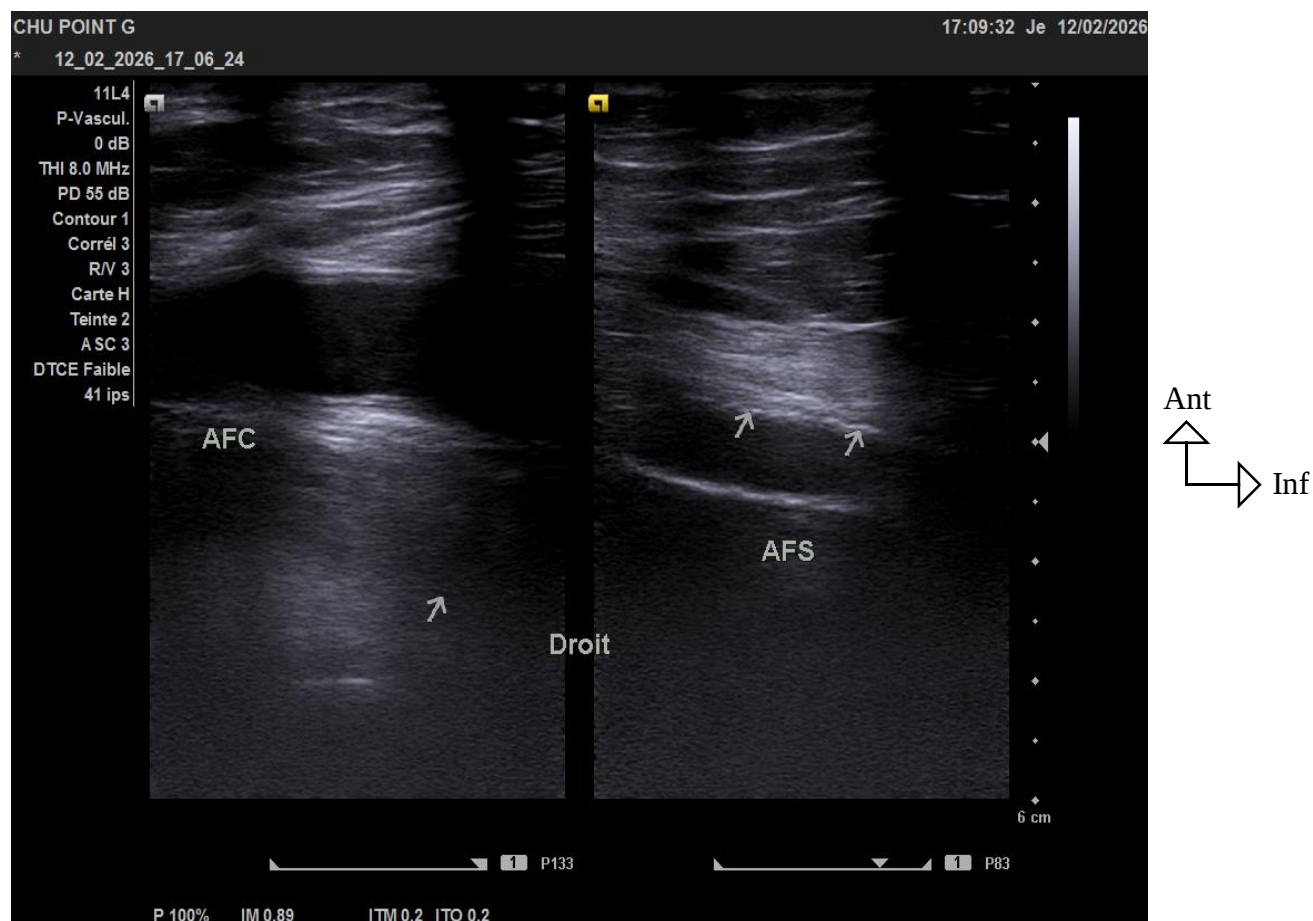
Echodoppler du membre inférieur montrant un épaississement associé à des plaques d'athéromes calcifiées hétérogènes de la paroi de l'artère fémorale commune et superficielle droite faisant évoquer une artérite du membre inférieur droit.
